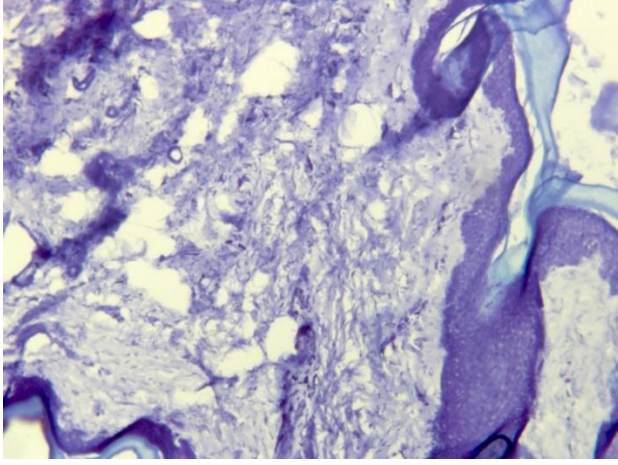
Fokusal ultrasonografi 1.5 mmlik başlıkla yapılan uygulama
